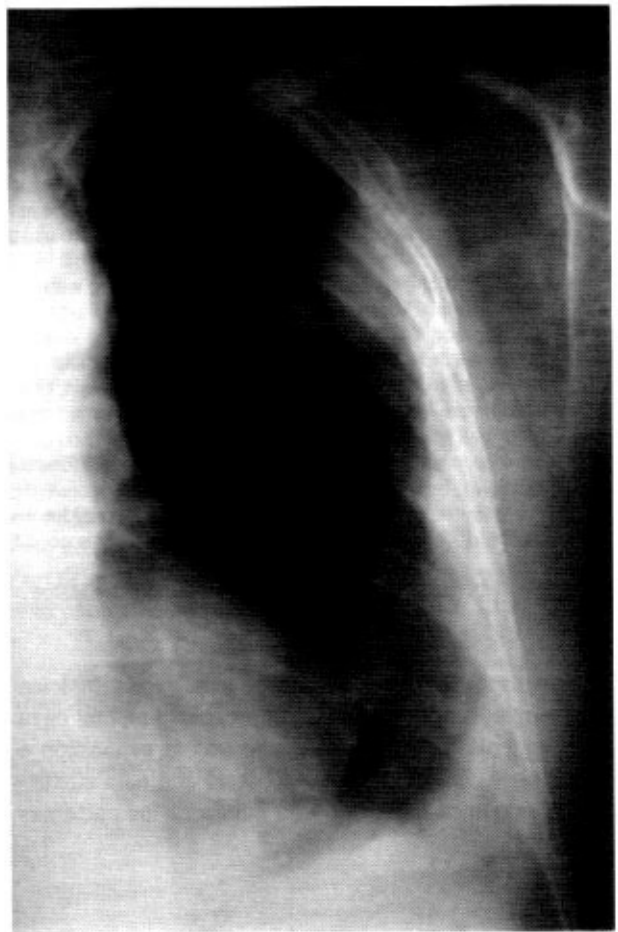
Radiografía de tórax evidenciando engrosamiento pleural con imágenes mamelonadas periféricas y ocupación del seno costofrénico lateral.
